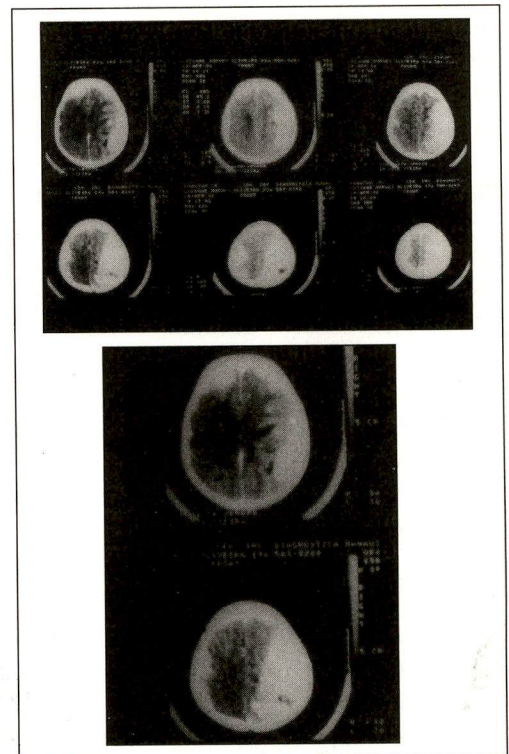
Caso 2. Observa-se grande tumor no lobo cerebral esquerdo à tomografia computadorizada.
